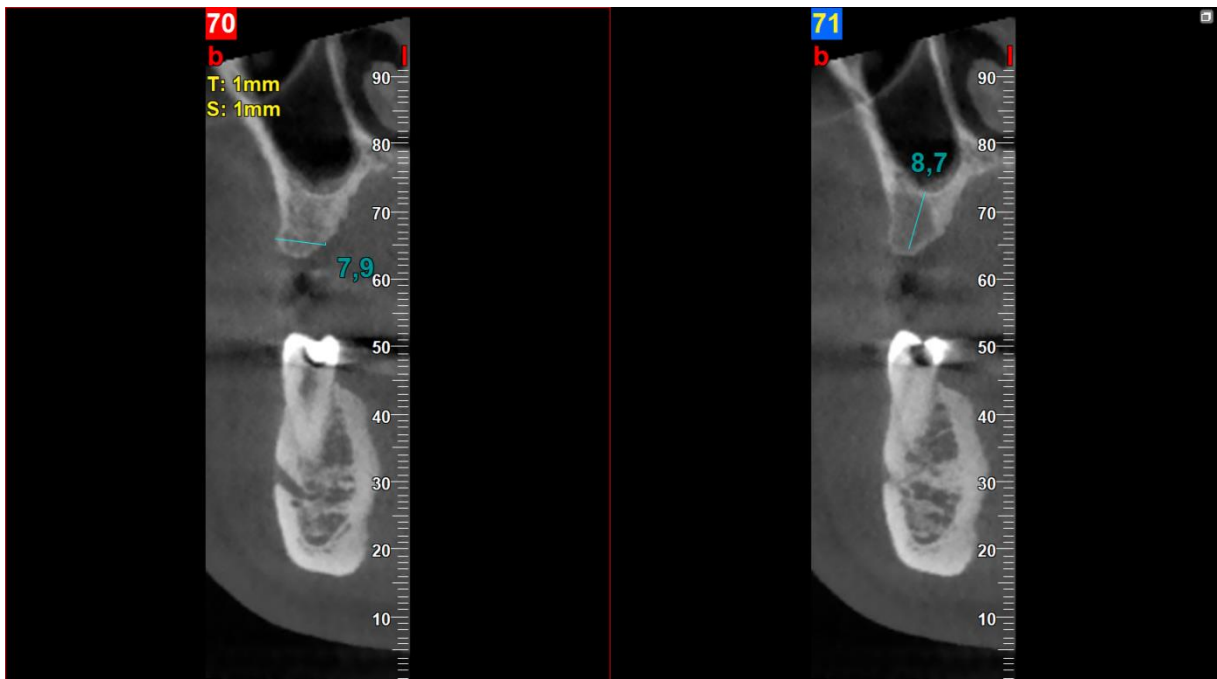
CBCT pacijenta nakon vađenja zuba 14 na kojem se vidi oštećenje bukalne koštane stijenke.
